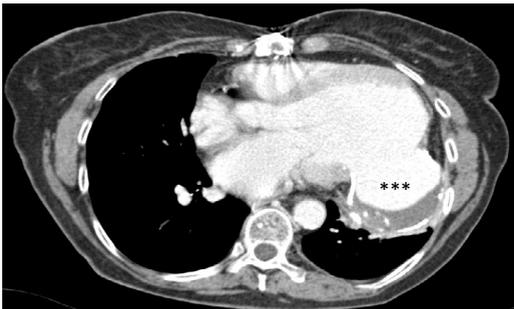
TC tórax pseudoaneurisma ventricular con calcificación periférica y trombosis parcial(*)
